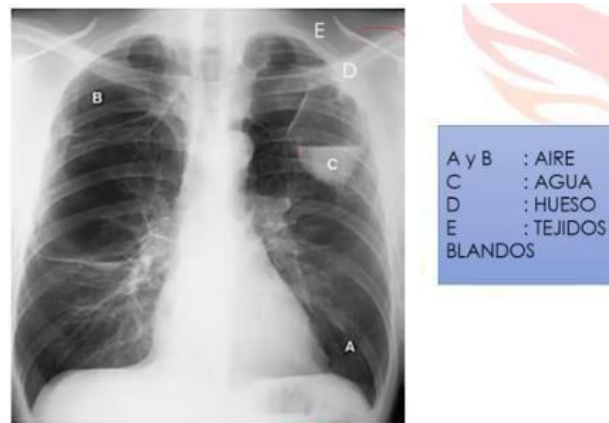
Radiografía de Tórax Arcos Costales (2018)
